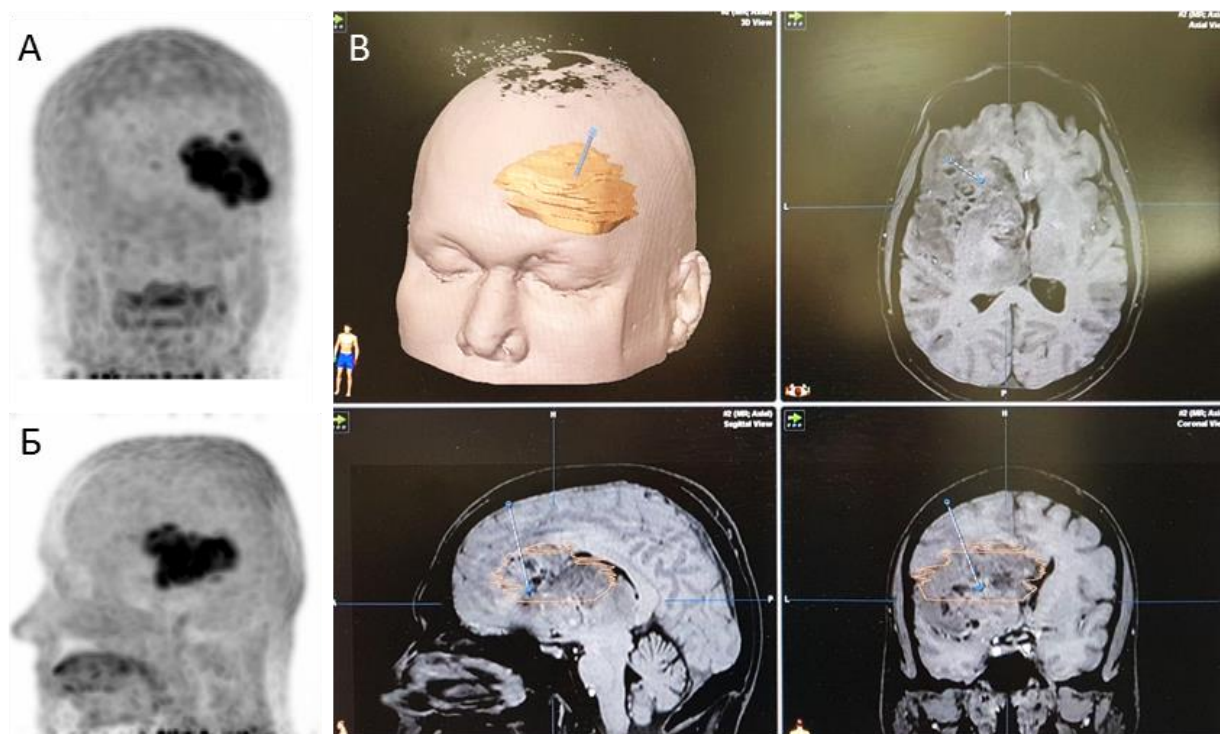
Глиобластома Grade IV. Пациент К., 53 года. Пример проведенной СТБ под контролем нейронавигации «Brainlab». МIP-изображение ПЭТ с ^{18}F -ФЭТ в коронарной (А) и сагиттальной проекциях (Б). Скриншот экрана навигационной системы в момент проведения СТБ (В)
